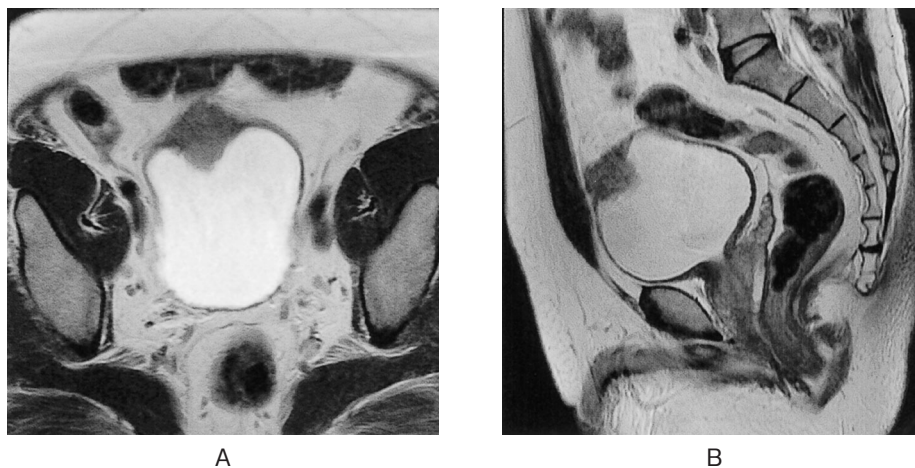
Pelvic MRI (T2 weighted image). A: Coronal plane: An extravesical tumor at the position of the urachus was revealed. B: Sagittal plane: The tumor extended to the umbilical ligament.
